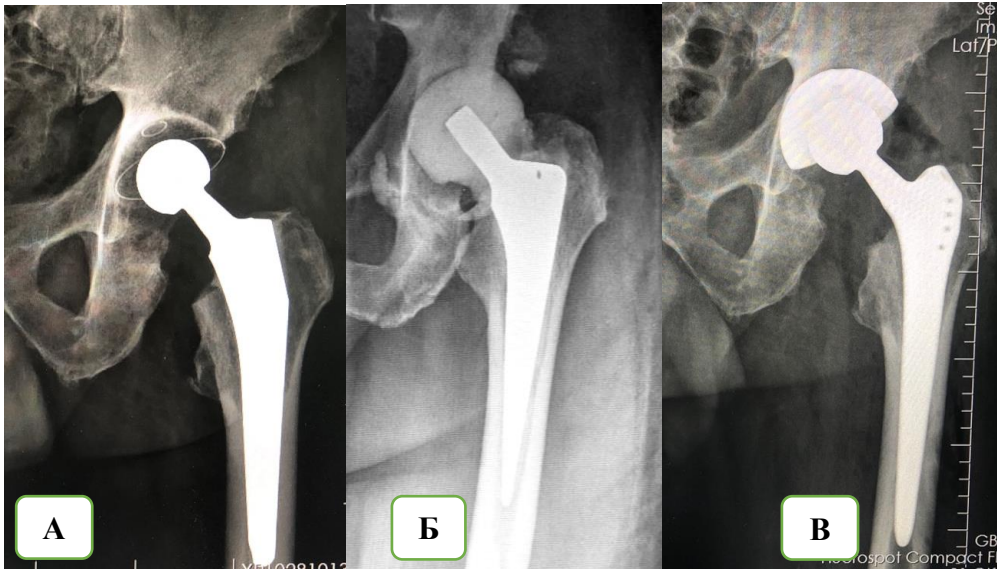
Рентгенограммы пациента С. 74 лет. А – выполнено первичное эндопротезирование тазобедренного сустава, Б – выполнен I этап двухэтапной ревизии, В – выполнен II этап двухэтапного ревизионного эндопротезирования
